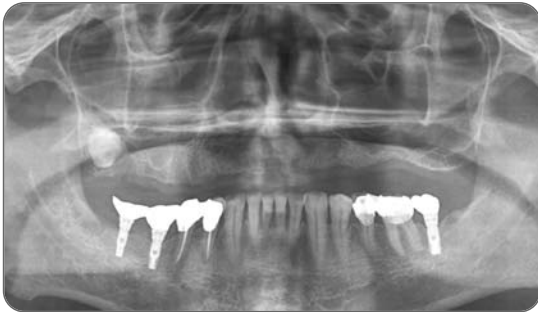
Preoperative orthopantomogram of 57-year old male patient. Residual bone height is inadequate at both maxillary posterior area.
